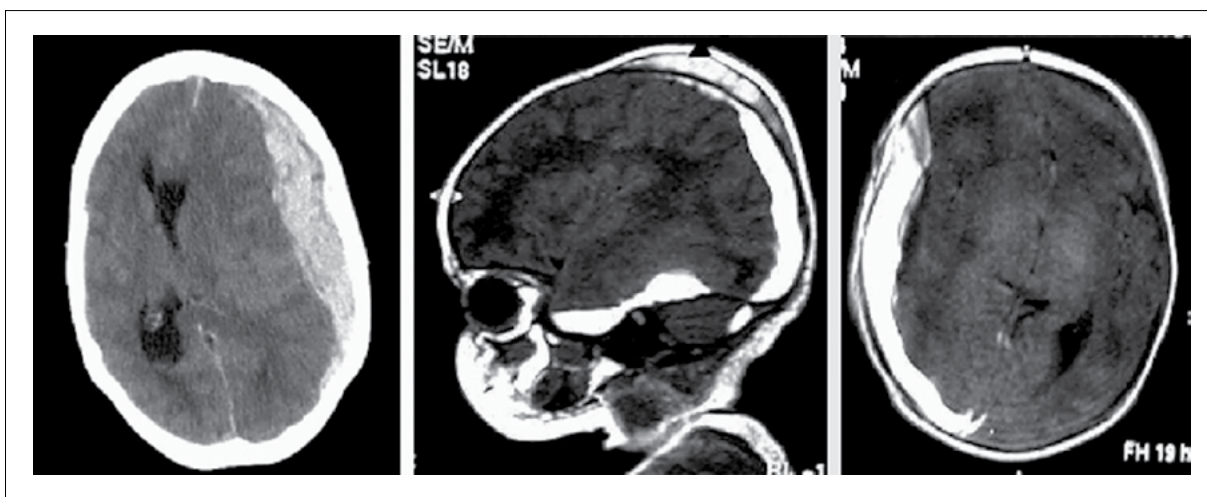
КТ: картина субдуральної гематоми у дитини
